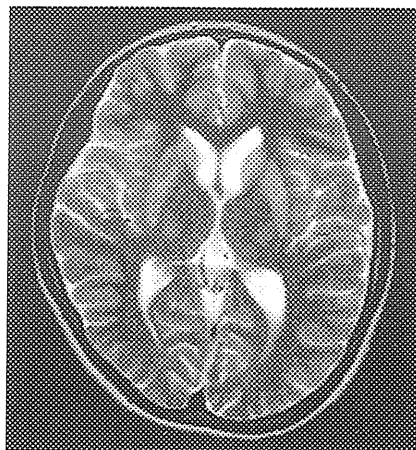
神経型 Wilson 病症例の頭部 MRI (T2WI) 検査所見 (清水 教一, 2011⁸⁾)
